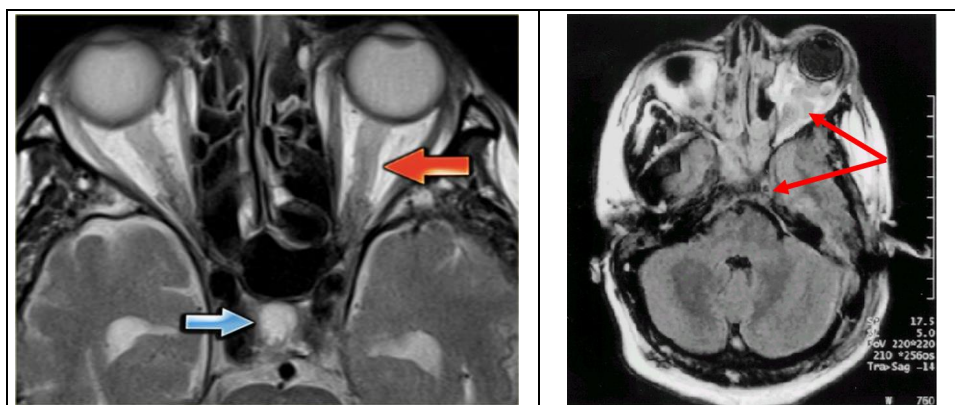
МРТ головного мозга больного П. Д-з: асептический тромбоз кавернозного синуса слева, отек периорбитальной клетчатки слева.
